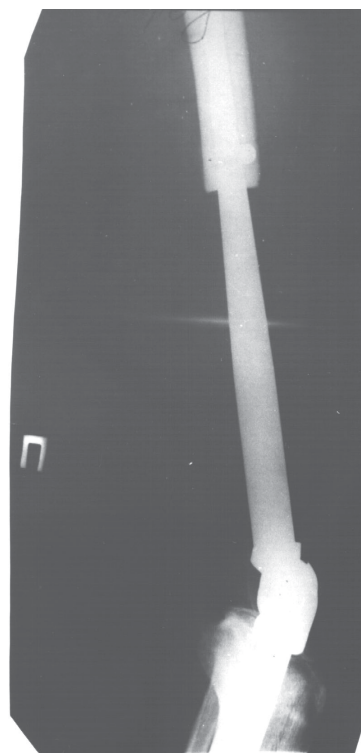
Bolnavul S. Clișeu radiografic, după endoprotezarea totală a articulației genunchiului, după metoda secției noastre.
